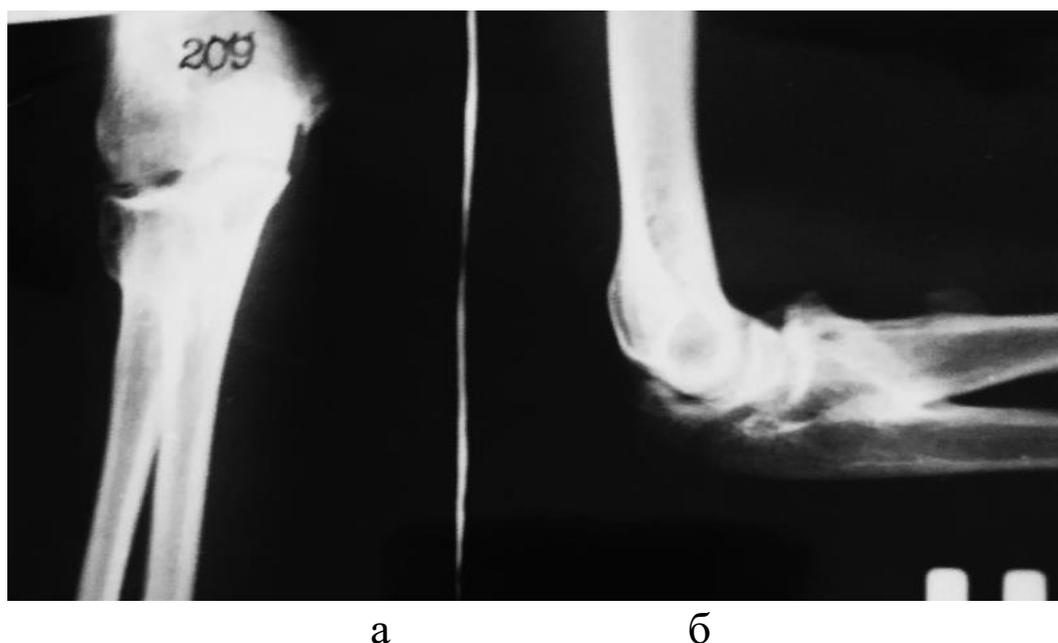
(а,б). Мальчик С., 9 лет. Рентгенограмма локтевого сустава через 2 года 5 мес., после травмы.
